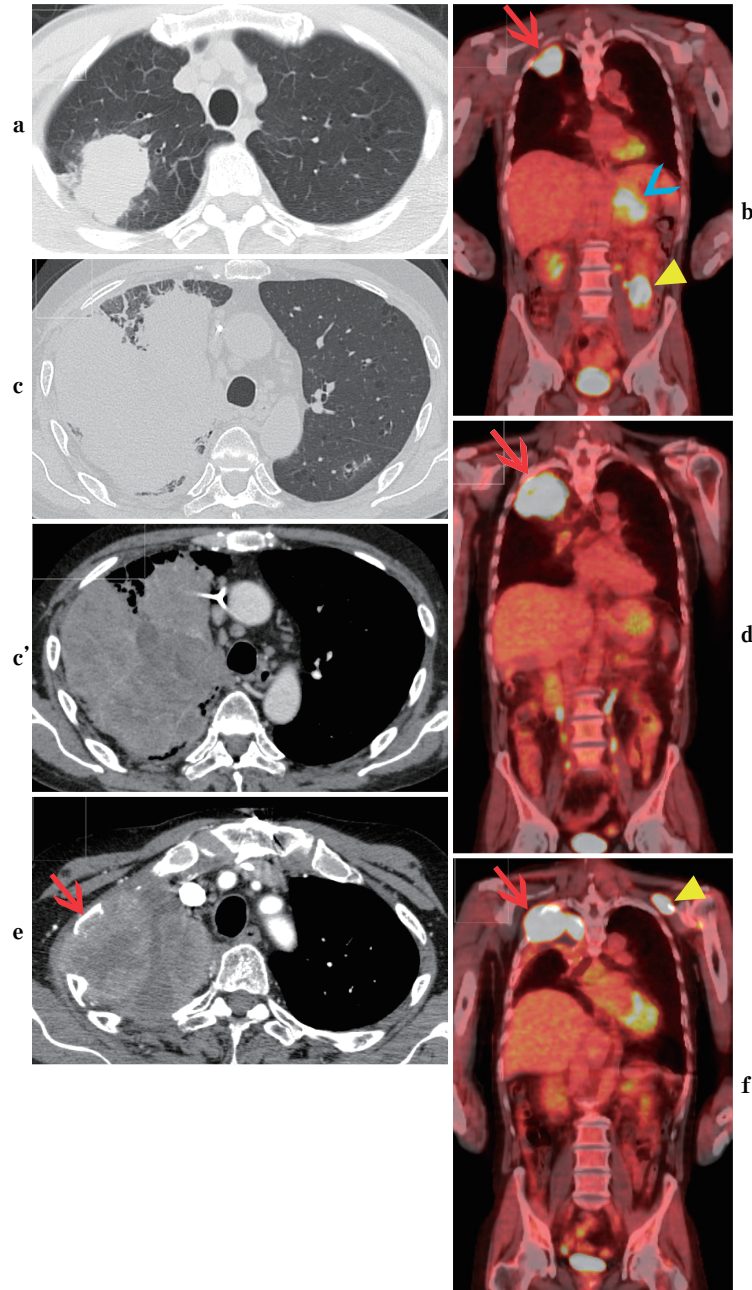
(a) Chest computed tomography (CT) on November 201X, a tumor measuring 56×42 mm was observed in S¹ of the right upper lobe. (b) Positron emission tomography (PET)-CT on November 201X showed accumulation in the lung tumor (arrow), small intestine (triangle), and left adrenal gland (arrowhead). (c) Chest CT on July 201X+4 showed the growth of the tumor in the right upper lobe to 130×70 mm. (c') Chest CT showed no obvious tumor invasion to the chest wall. (d) PET-CT on July 201X+4 showed accumulation in the right lung tumor (arrow), but no abnormal accumulation at other sites. (e) Chest CT on January 201X+5 showed a mass involving the right 2nd rib (arrow). (f) PET-CT on January 201X+5 showed accumulation in the right chest wall tumor (arrow) and left infraclavicular lymph node (triangle), but no abnormal accumulation at other sites.
